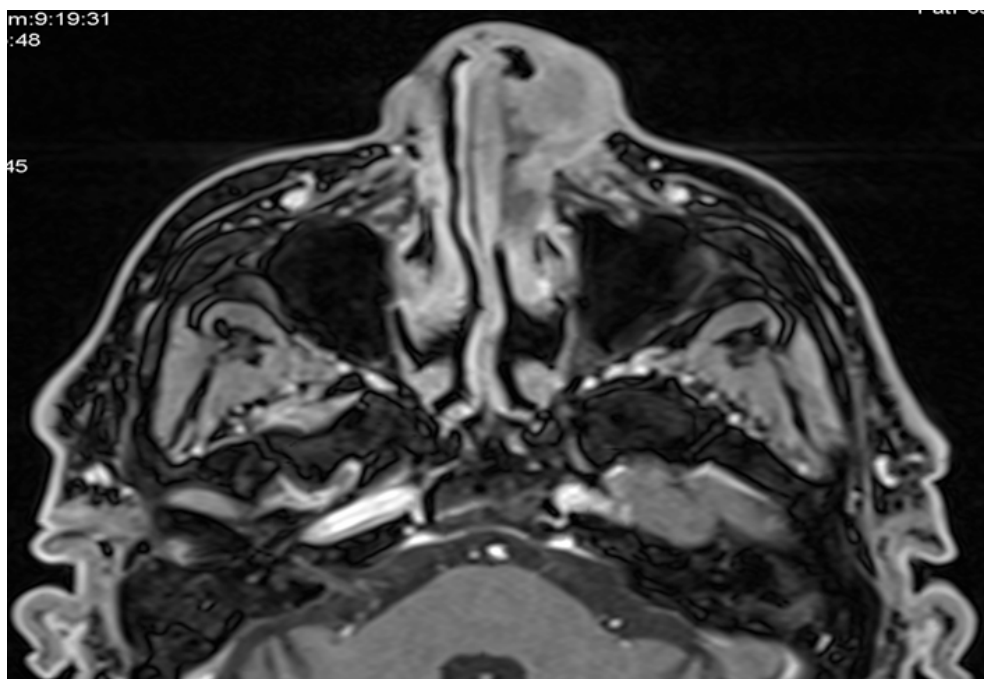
RM: se observa una masa tumoral centrada en vestibulo nasal izquierdo, con extensión a fosa nasal de ese lado. Infiltra el hueso propio de la nariz izquierdo, apófisis nasal del maxilar izquierdo, cornete inferior izquierdo, lado izquierdo y anterior del tabique nasal, cruzando mínimamente la línea media.
